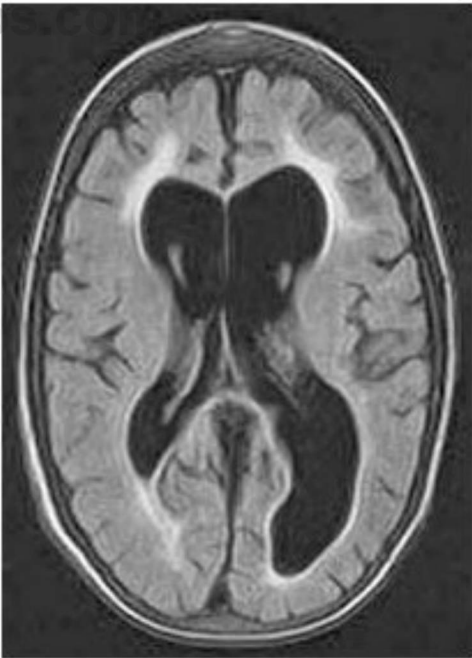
2 Imagen axial de RM, secuencia FLAIR, que muestra cambios de la sustancia blanca circunventricular, atrofia cerebral y dilatación ventricular en un chico de 16 años con infección por VIH adquirida perinatalmente.
